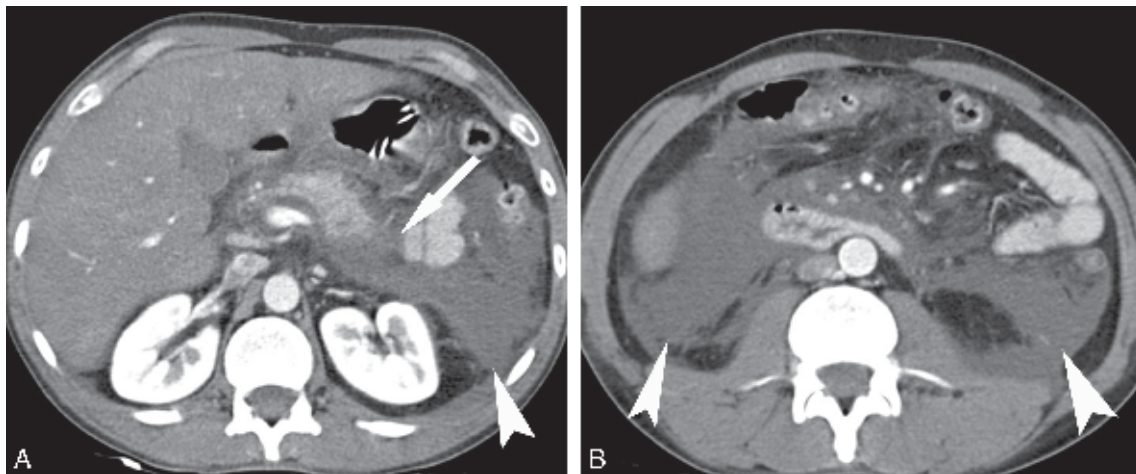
Pancréatite aigue aspect en TDM[273].
